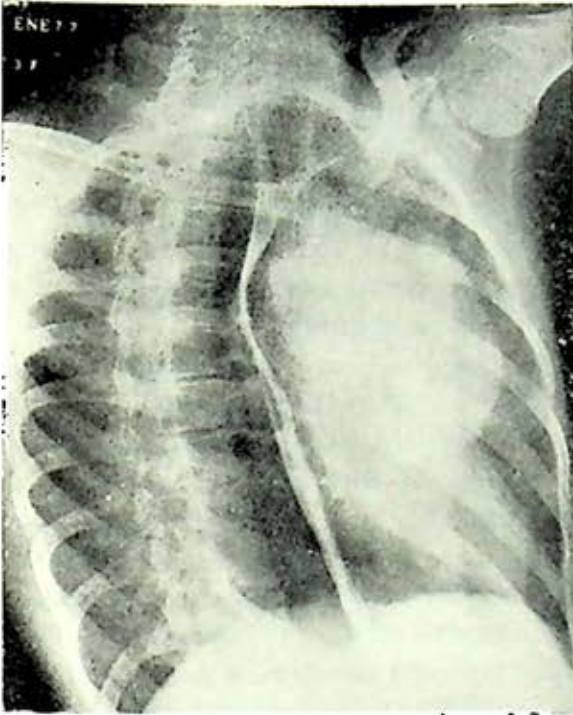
Radiografía oblicua en la cual se aprecia el esófago con medio de contraste y las relaciones de la opacidad con los elementos de la porción mediotorácica. Correspondiente al caso número 10.
